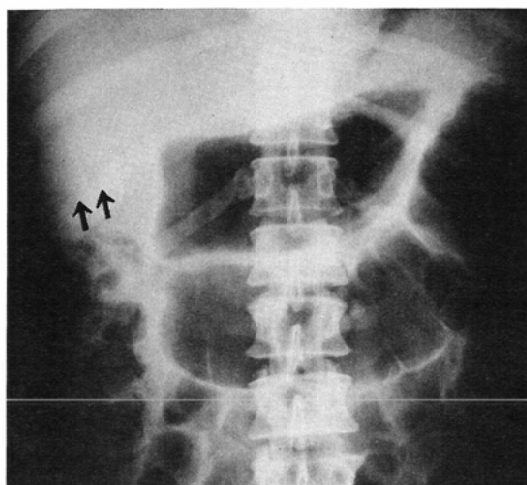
Case 1. Plain film of the abdomen. Note the faint triradiate lucencies (arrows) overlying the right eleventh rib. The small and large bowels are dilated, due to paralytic ileus.
